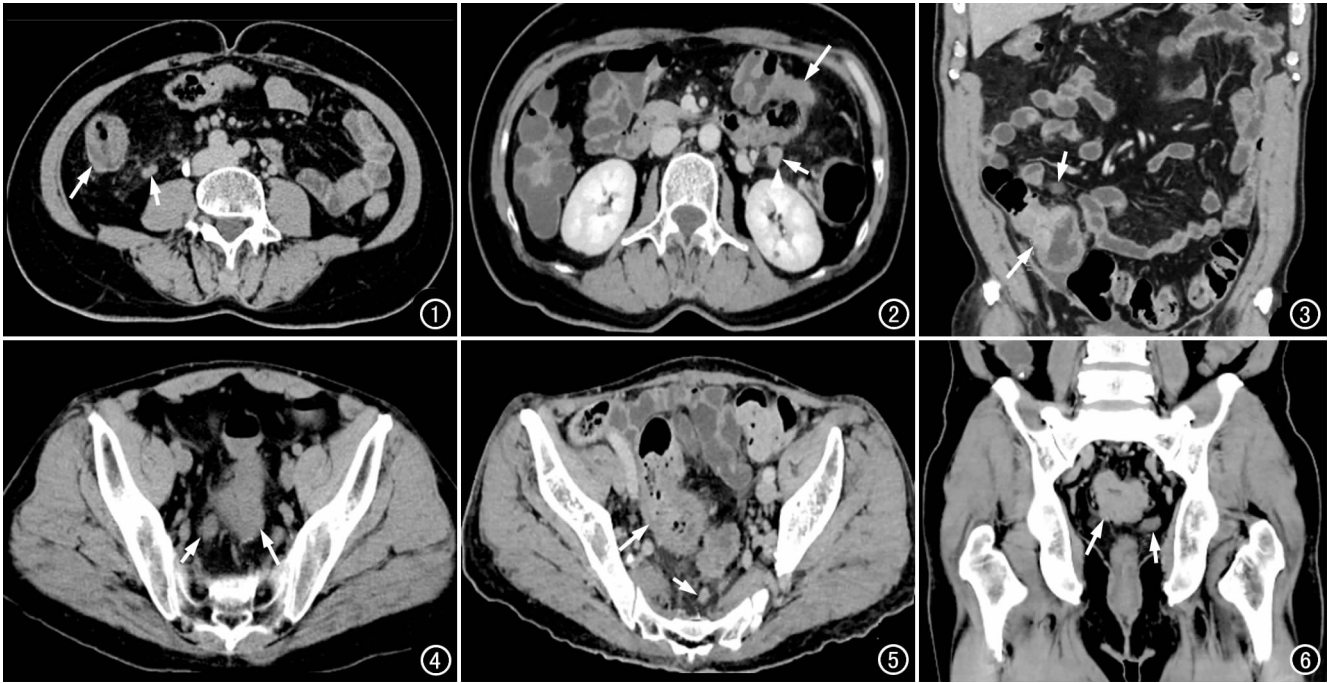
患者,男,65 岁,升结肠癌旁 TD。下腹部横轴面 CT 增强图像,升结肠肠壁不规则增厚,(长箭),显示 TD 病灶呈分叶状,有明显强化(短箭)。 图 2 患者,男,75 岁,降结肠癌旁 TD。中腹部横轴面 CT 增强图像,显示降结肠肠壁不规则增厚(长箭),降结肠旁可见小结节灶,有分叶和长毛刺(短箭)。 图 3 患者,女,75 岁,升结肠癌旁 TD。盆腔 CT 增强冠状位重组图像,显示肠壁不规则增厚(长箭),邻近可见小结节灶,边缘模糊(三角)。 图 4 患者,女,72 岁,乙状结肠癌旁 TD。CT 平扫轴位图像,显示 TD 病灶呈结节状(箭),边缘有分叶、其内密度不均匀,可见小的坏死区。 图 5 患者,女,66 岁,直肠癌旁 TD。CT 增强轴位图像,显示下腹部靠近直肠上段可见较大结节(长箭),其内可见的坏死区,边缘模糊,可见分叶和毛刺,旁边见一小 TD 灶(短箭)。 图 6 患者,男,72 岁,乙状结肠癌旁 TD。CT 增强冠状面重组图像,显示乙状结肠壁显著增厚,邻近可见较大的结节灶,边缘模糊,其内可见坏死区。
